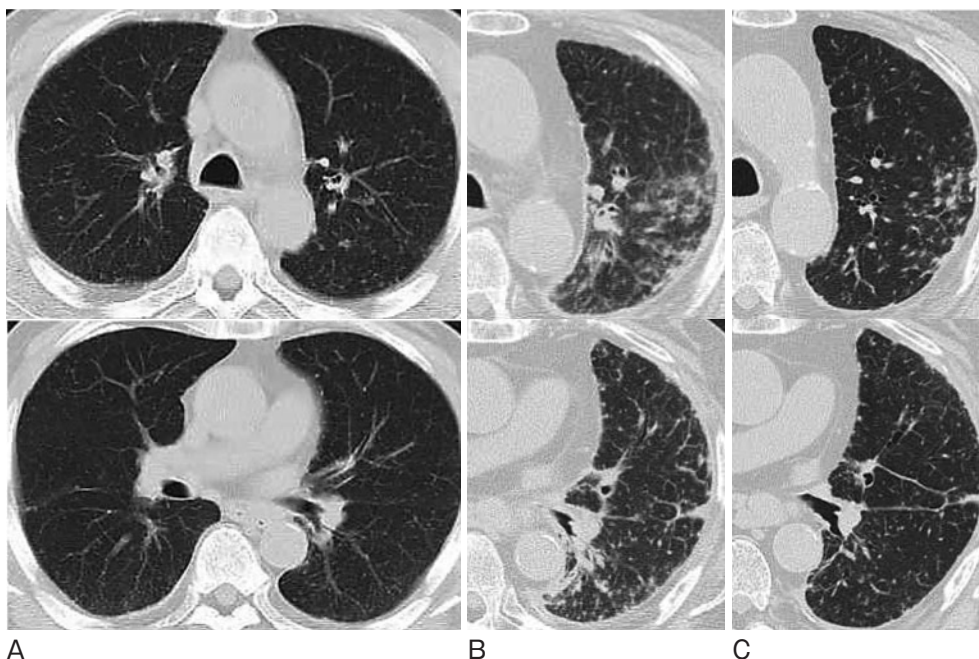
胸部CTの経過。(A) 20XX-7年両肺上葉優位のびまん性粒状影を認め、(B) 20XX年最終入院時にはびまん性粒状影の増強、気管支壁肥厚を認める(図4白矢印)。(C) 抗原除去約4ヶ月後、陰影の著明な改善がみられる(図4黒矢印)。
